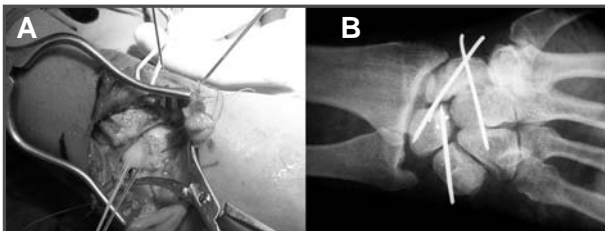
Radiografía anteroposterior de la inmovilización de los huesos del carpo con agujas de Kirschner tras la reducción. 2B. Reparación de los ligamentos escafolunar y semilunopiramidal, tras reducción abierta.
